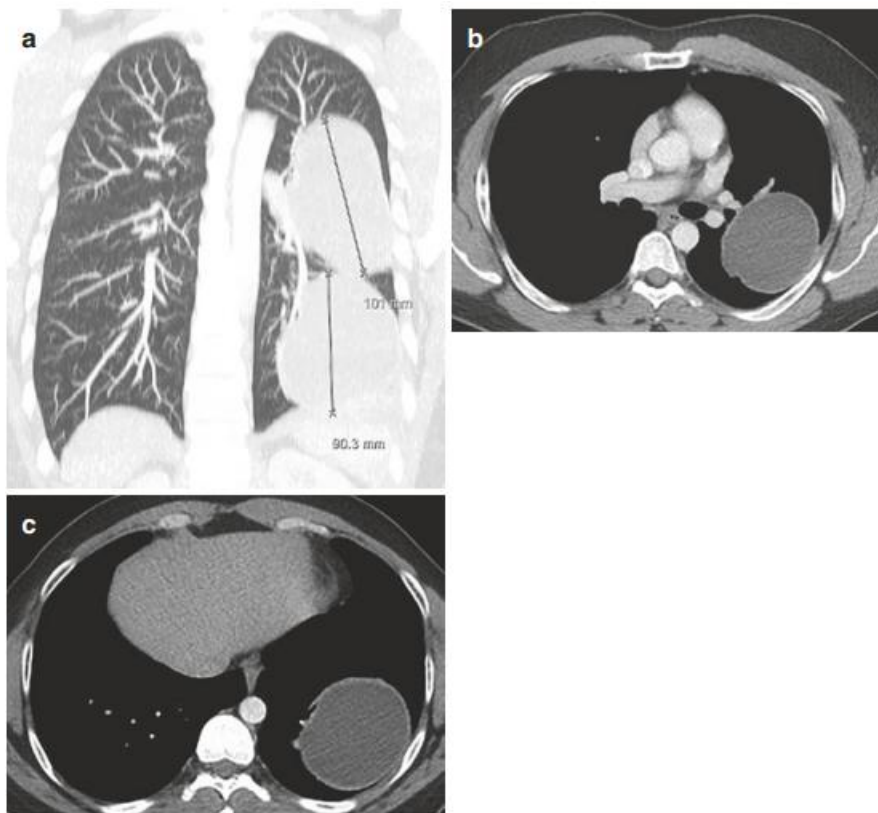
Echinococcosis. Echinococcosis cysts in a 30-year-old man from the Middle East. Two simple, round or ovoid, cystic masses in the left lung with central fluid attenuation and thin enhancing walls. (a) Coronal reconstruction of CT chest. The LUL cyst measures 10 cm and the LLL cyst measures 9 cm in maximum diameter. (b) Contrast-enhanced Chest CT axial images (mediastinal window). Left upper lobe cyst and (c) left lower lobe cyst. Both with central fluid attenuation. Note mild surrounding atelectasis with no signs of cyst rupture
